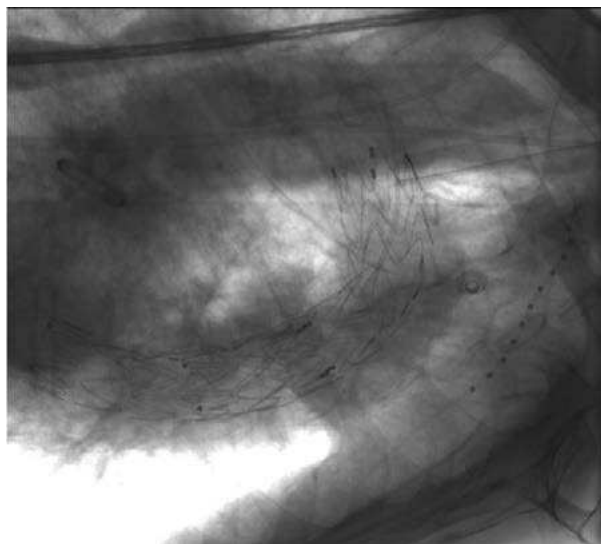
Рентгенография после установки стент-графта и амплатцера
